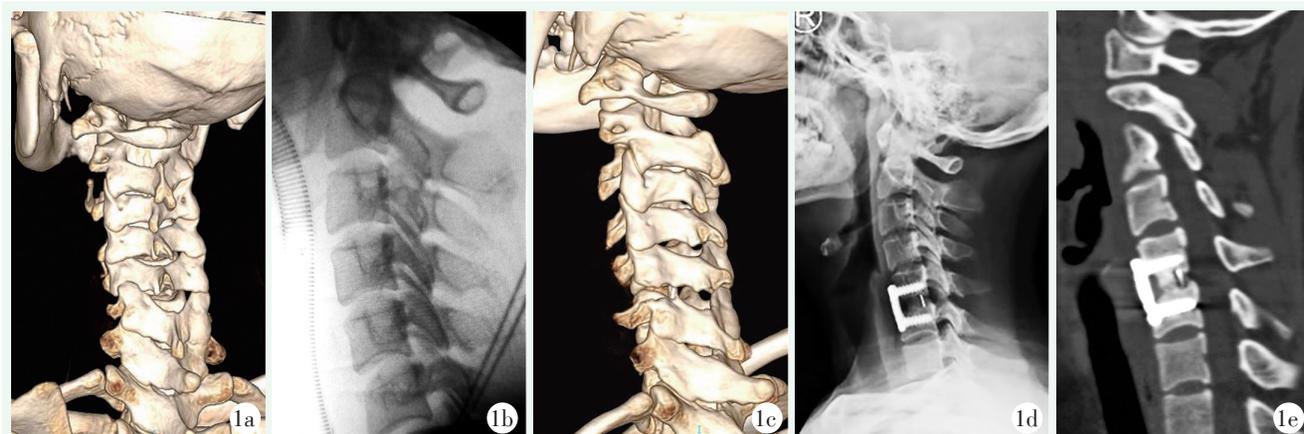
患者女性，23 岁。1a: 术前颈椎 CT 三维重建示 C<sub>5/6</sub> 左侧关节突关节交锁，C<sub>5</sub> 椎体向前滑脱，颈椎不稳定；1b: 术中透视见颈椎曲度直，交锁已松解，椎管容积增加；1c: 术后当日 CT 三维重建示颈椎术后，C<sub>5/6</sub> 左侧关节突缺损，颈椎序列恢复正常；1d: 术后 3 个月侧位 X 线片示颈椎术后，固定装置位置良好；1e: 术后 1 年 CT 复查显示颈椎序列正常，固定装置稳定，融合良好。
